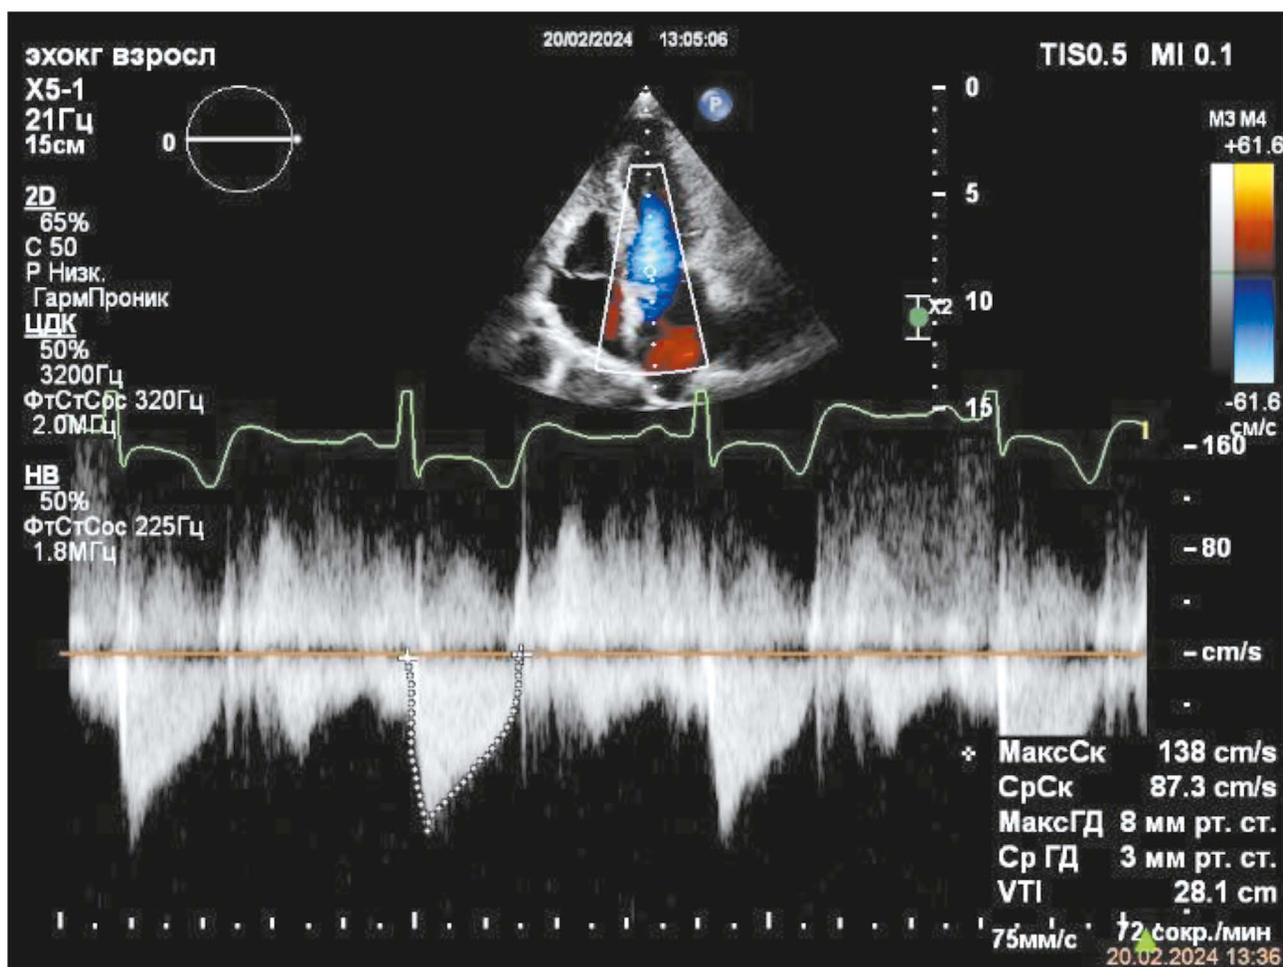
Эхокардиография на десятые сутки госпитализации: градиент на выходном тракте левого желудочка.
